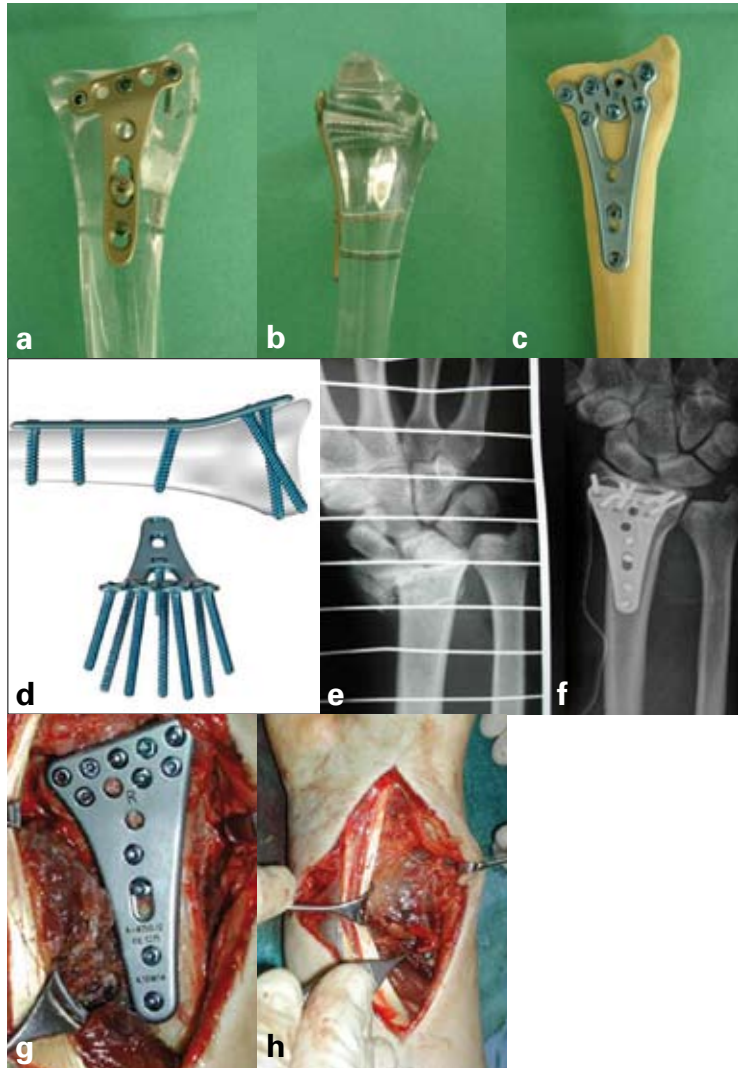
Metaphyseal fixation of a radius fracture: options a and b: Fixed angle, 2.4 mm titanium radius plate. For many fractures it is sufficient to place screws in 3 of the 5 metaphyseal screw holes. Either fixed angle or standard screws can be used in the diaphyseal screw holes. c and d: Polyaxial plate system. The metaphyseal screws can be inserted in 2 rows and can be angled by up to 30°. e: 23C3 injury of the distal radius (AO classification). f: Postoperative X-ray check after open repositioning and internal fixation using the polyaxial plate system. g: Intraoperative site after plating. h: After refixation of the pronator quadratus muscle.
